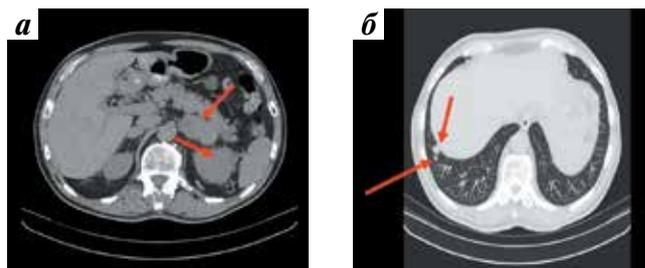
Компьютерная томография органов брюшной полости (а): опухоль левой почки и метастаз в левом надпочечнике (стрелки); компьютерная томография легких (б): метастазы в правом легком (стрелки)
